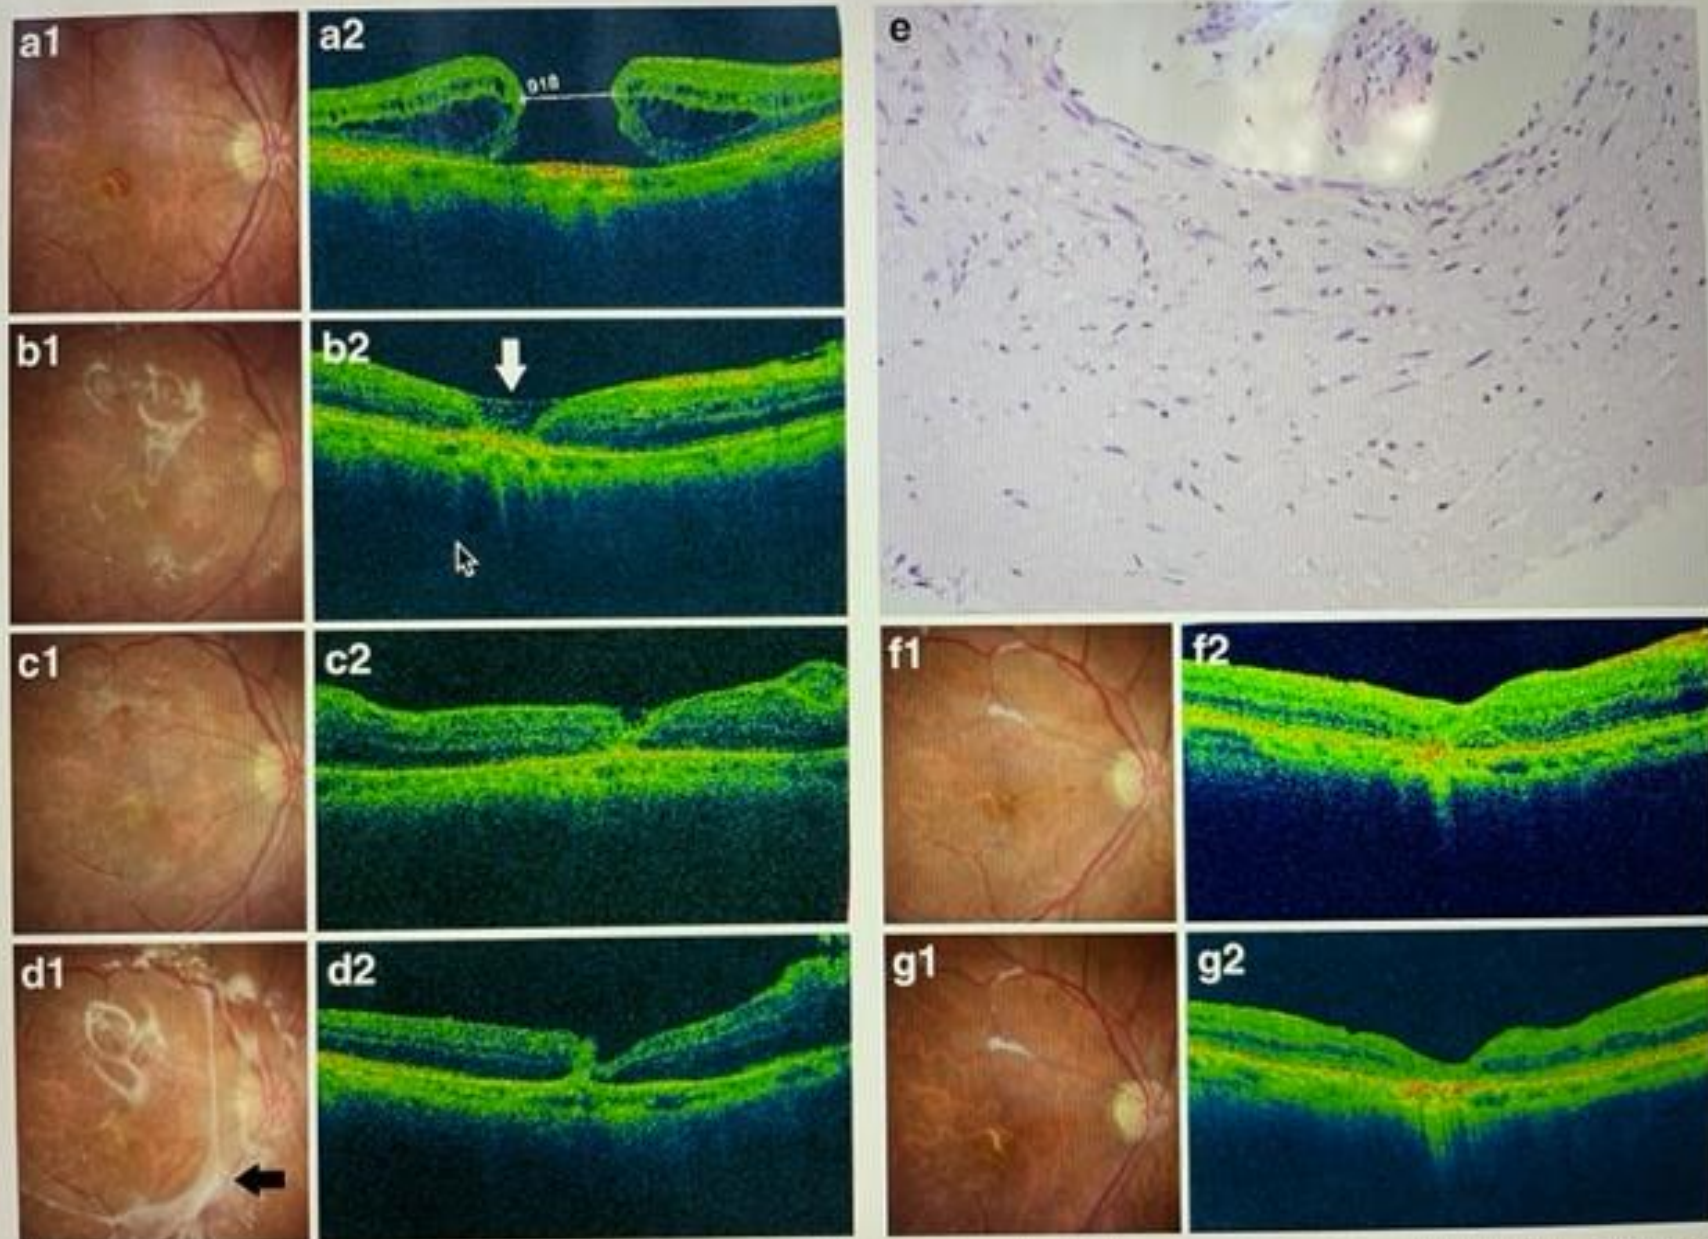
Fundus photography and optical coherence tomography measurements for case 2. (a) Before pars plana vitrectomy (PPV); (b)
